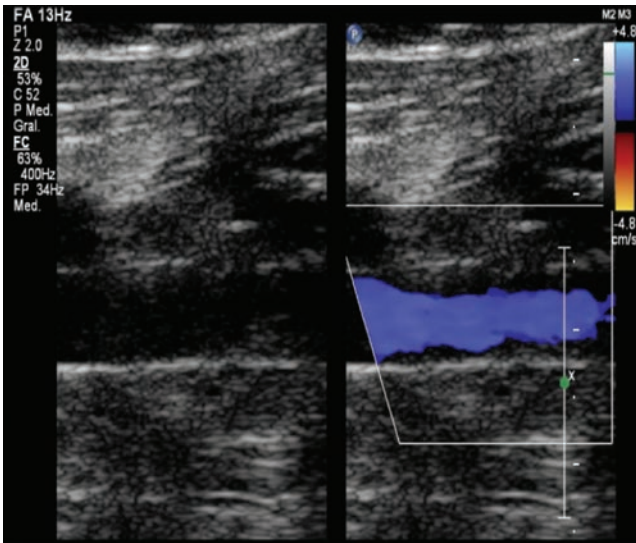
Vena femoral superficial: Doppler color, trombo mural y segmentario, recanalización del flujo venoso. 12.º día del tratamiento.
